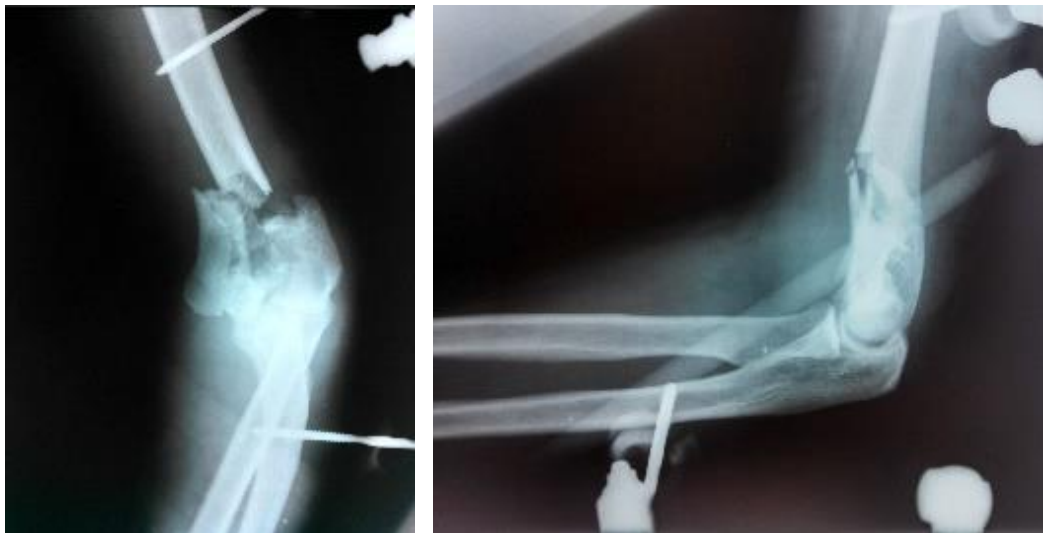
Рентгенограммы больного Н. после стабилизации правой верхней конечности АНФ «плечо-предплечье»
